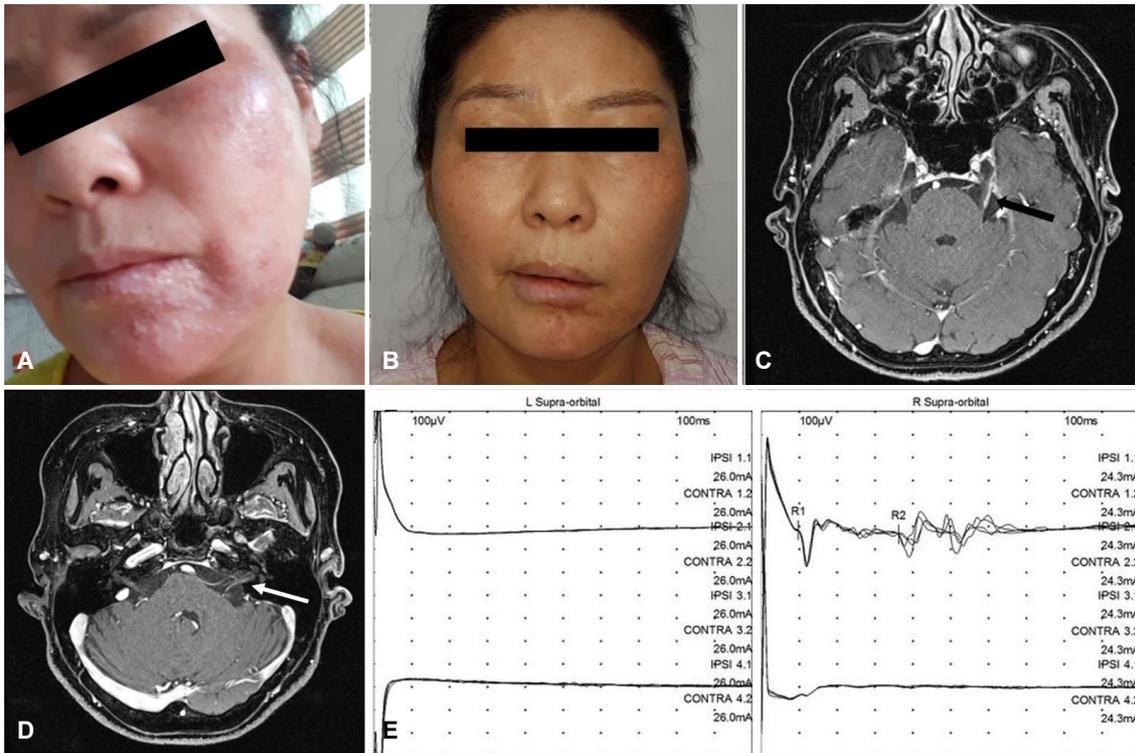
(A) The patient's photo showed shingles on the left maxillary and mandibular division of the left trigeminal nerve, (B) followed by left peripheral facial palsy. (C) Brain MRI revealed prominent contrast enhancement along the left trigeminal nerve fascicle (black arrow) and (D) facial nerve (white arrow). (E) Blink reflex response showed absence of R1, ipsilateral R2 and contralateral R2 responses on the left supraorbital nerve stimulations, with normal R1 and ipsilateral R2 latencies but absent of contralateral R2 response on the right supraorbital nerve stimulations; suggesting combined left facial and trigeminal neuropathies. MRI; magnetic resonance imaging.
